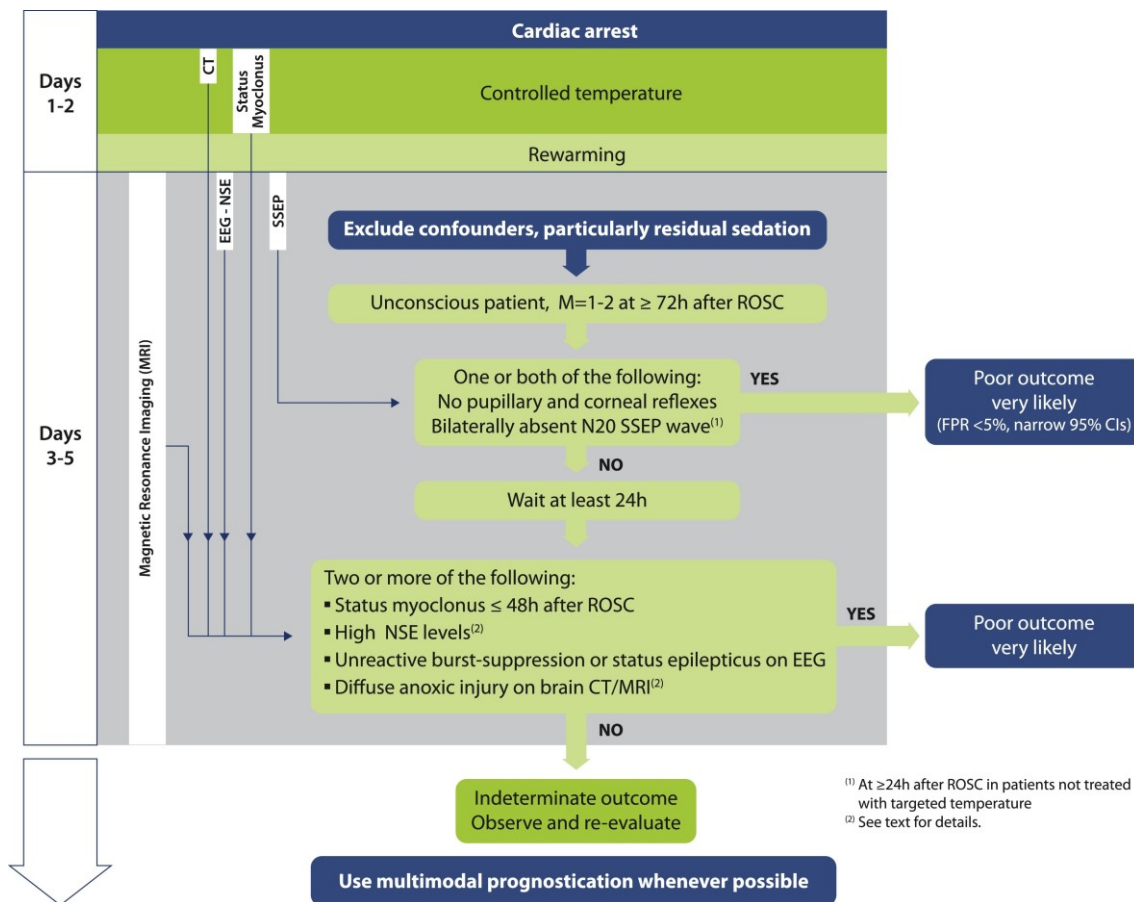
Prognosealgorithmus der Reanimationsleitlinien des ERC von 2015. M=1-2 = motorischer Status der Glasgow-Coma-Scale. ROSC = Rückkehr des Spontankreislaufs. SSEP = somatosensibel evozierte Potentiale. NSE = neuronenspezifische Enolase. EEG = Elektroenzephalographie. CT = Computertomographie. MRI = Magnetresonanztomographie. FPR = Falsch-Positiv-Rate. 95%-CI = 95%-Konfidenzintervall. Die Abbildung wurde aus einer Studie von Nolan et al. [56] entnommen. Mit freundlicher Genehmigung von Elsevier ©, alle Rechte vorbehalten.
